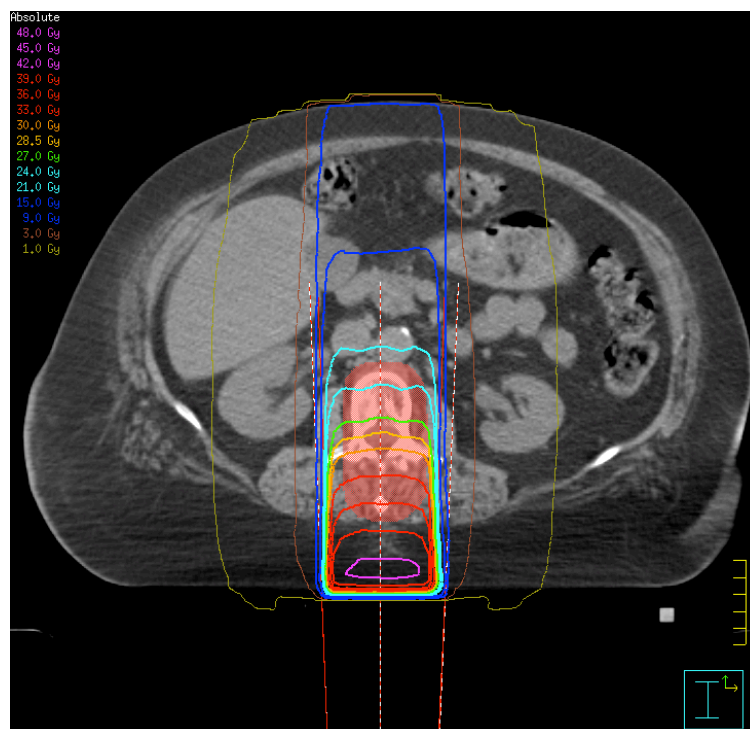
beispielhafte Dosisverteilung der 1F6-Technik im transversalen CT-Schnittbild. Die beiden äußeren, roten Linien unten im Bild stellen die Breite des eingestrahelten Feldes von dorsal dar. Bei der roten Fläche über dem Wirbel handelt es sich um das PTV. Dieses ist umgeben von den verschiedenfarbigen Isodosis-Linien (siehe dazu die Legende in der Abbildung links oben).
